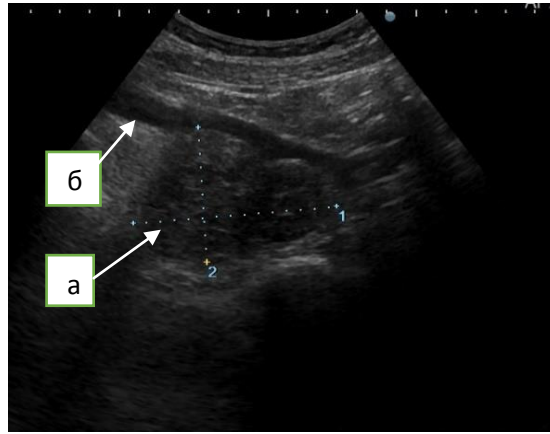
Ультразвуковая томограмма конгломерата метастатически измененных лимфатических узлов: а) конгломерат; б) общие подвздошные сосуды.
